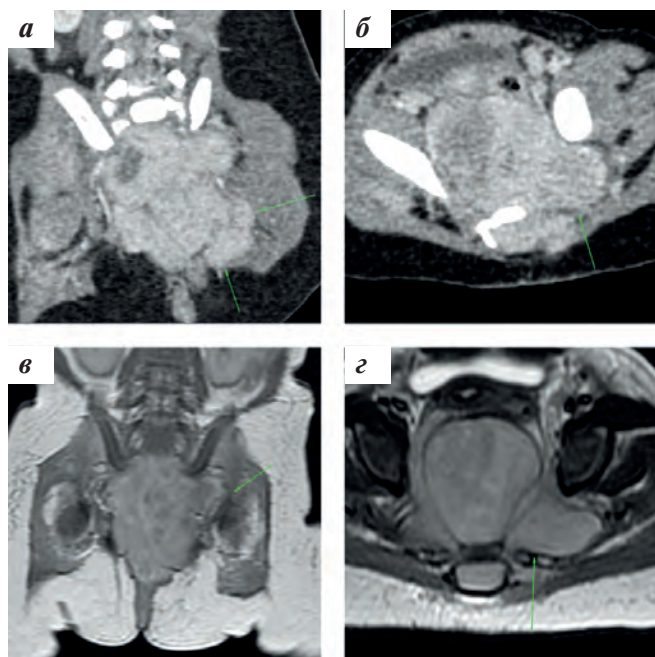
Факторы риска НБ, расположенной в области малого таза (собственные данные), — пересечение седалищной вырезки: а, б — МСКТ, коронарная проекция, венозная фаза сканирования, стрелками указаны распространение и пересечение седалищной вырезки опухолью; в — МРТ, коронарная проекция, T2-взвешенное изображение, стрелками указаны распространение и пересечение седалищной вырезки опухолью; г — МРТ, аксиальная проекция, T2-взвешенное изображение, стрелками указаны распространение и пересечение седалищной вырезки опухолью
